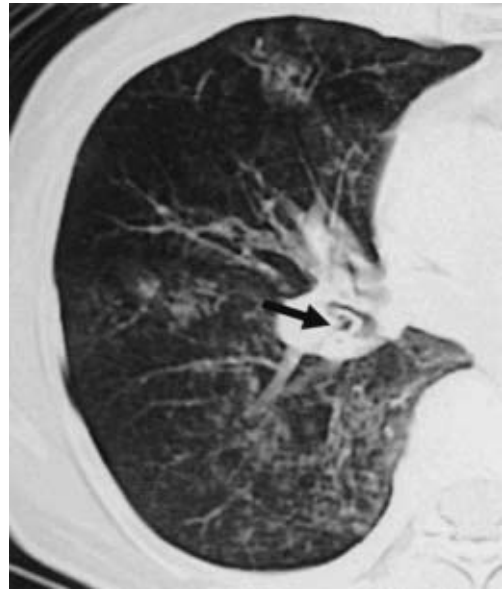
Chest CT scan examination on admission showed a granular shadow suggestive of bleeding in the right middle and lower lung and a polyp-like protrusion in the truncus intermedicus.
